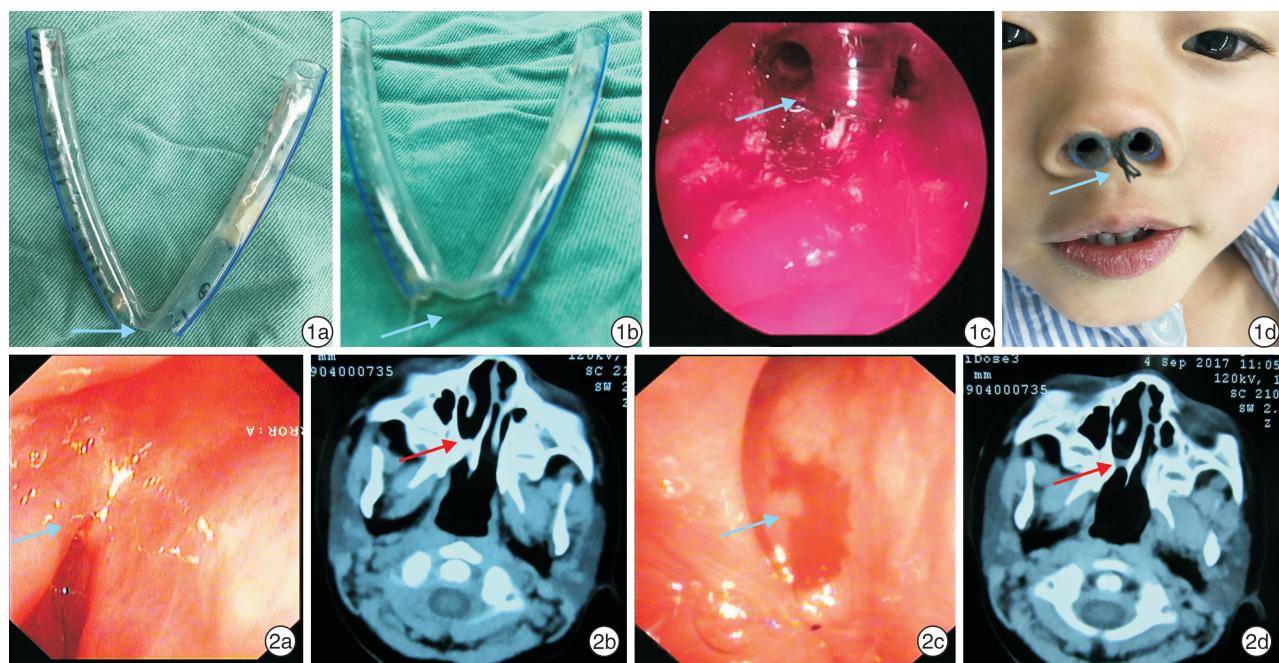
U形扩张冠制备及放置 1a,1b:用相应型号的气管导管折成U形,底端剪除半周长约1.5 cm的小孔,制成U形扩张管子备用;1c:在70℃内镜下调整扩张管后鼻孔位置;1d:用1号慕丝线于鼻小柱前方将U形管相邻两壁缝合固定;图2 混合性后鼻孔闭锁电子喉镜及CT检查(同一患者不同层面图片) 2a,2b:显示闭锁的骨性部分;2c,2d:显示后鼻孔闭锁的膜性部分。
